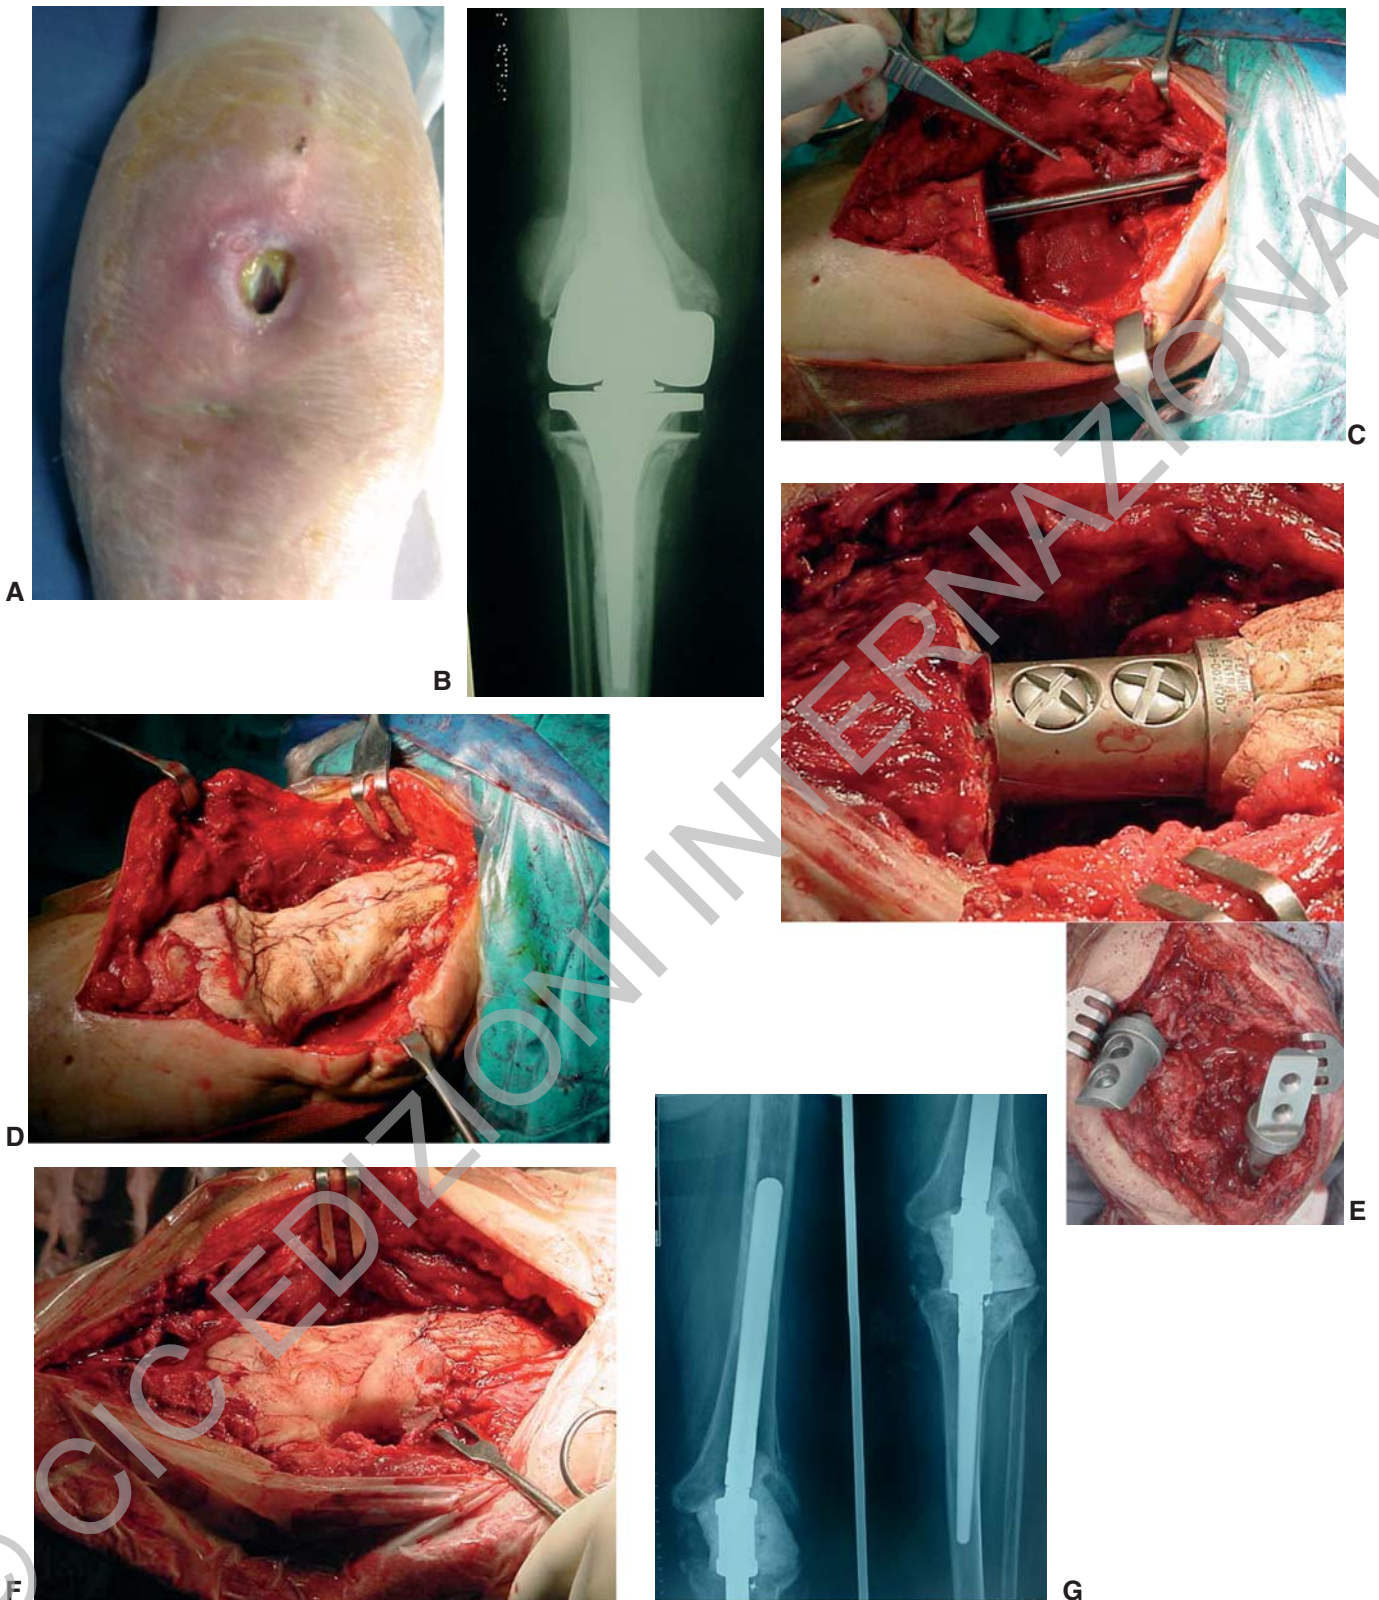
Protesi totale di ginocchio vincolata settica, fistolizzata (*Staph. aureus* meticillino resistente), in paziente obesa e diabetica. Intervento di artrodesi di ginocchio in due tempi. A. Quadro clinico. B. Quadro radiografico. C. Intervento chirurgico di rimozione della protesi e del cemento e impianto di "infibulo spaziatore" (chiodo Kuntscher) temporaneo. D. Si osserva la perdita di sostanza ossea ed il "gap" articolare, che viene colmato con il cemento antibiotato. E. Dopo 85 giorni l'intervento di rimozione dell'infibulo spaziatore e l'impianto di un infibulo endomollare definitivo (Link). F. ... cementato solo nella porzione articolare. Quadro operatorio. G. Controllo radiografico dopo 3 anni.
